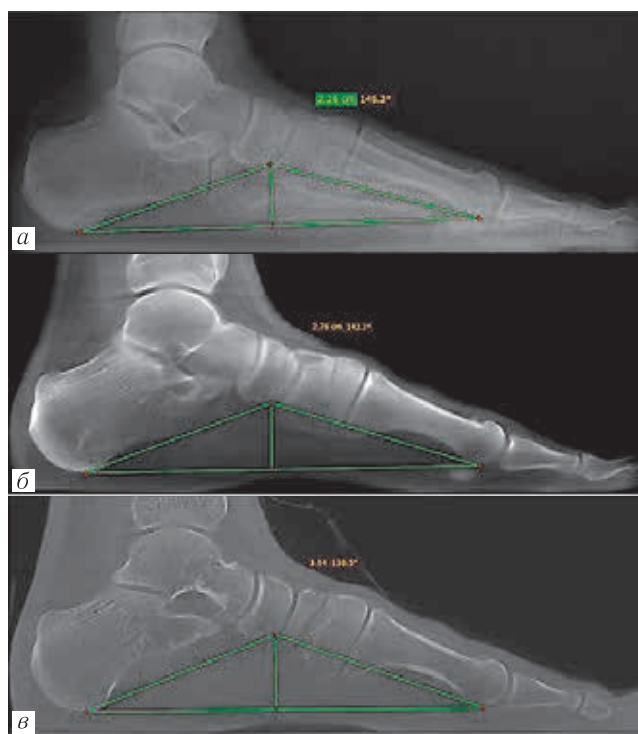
Примеры изображений стопы, полученных с помощью различных методик: *a* — рентгенография стопы в боковой проекции с нагрузкой; *б* — изображение КЛКТ с использованием методики «КТ-aver»; *в* — изображение томографа КЛКТ с использованием методики «КТ-thin»
